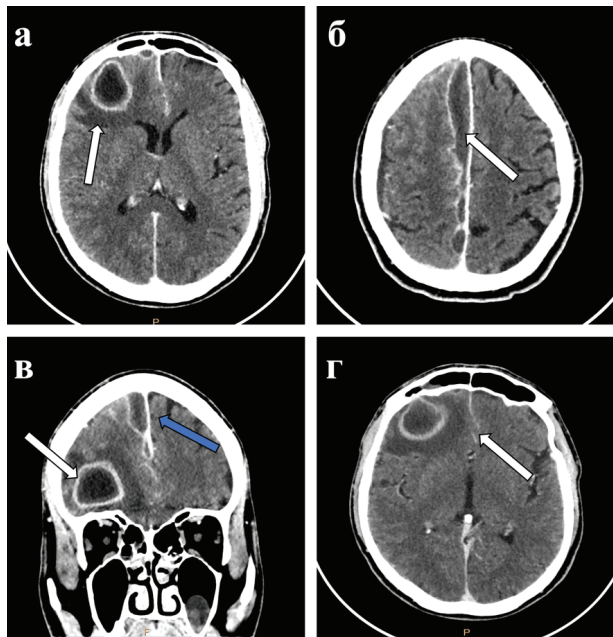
МСКТ головного мозга с внутривенным болюсным контрастированием:
